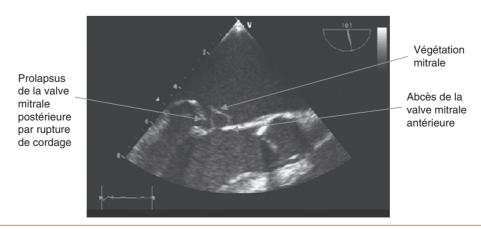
Critères majeurs d'endocardite infectieuse mitrale à l'échographie transœsophagienne (prolapsus, végétation et abcès de la valve).
